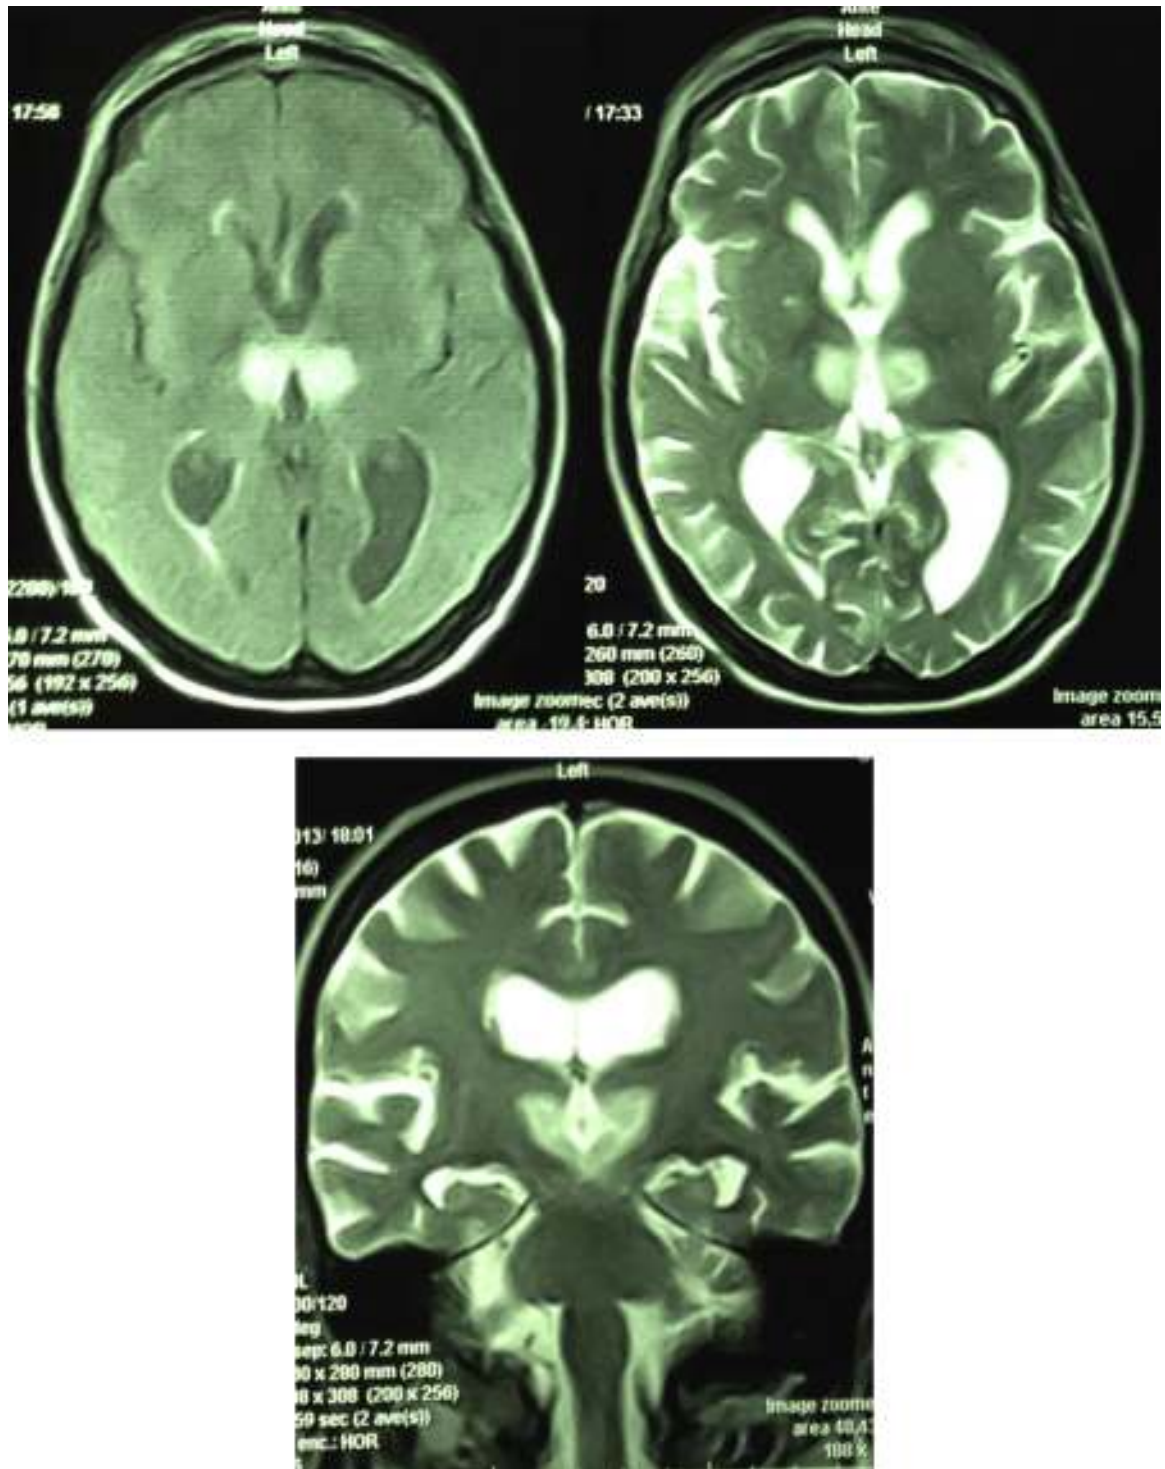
Resonancia magnética nuclear. Cortes axiales y coronal que evidencian hiperintensidad en secuencias FLAIR y T2 con hiperintensidad talámica bilateral.
